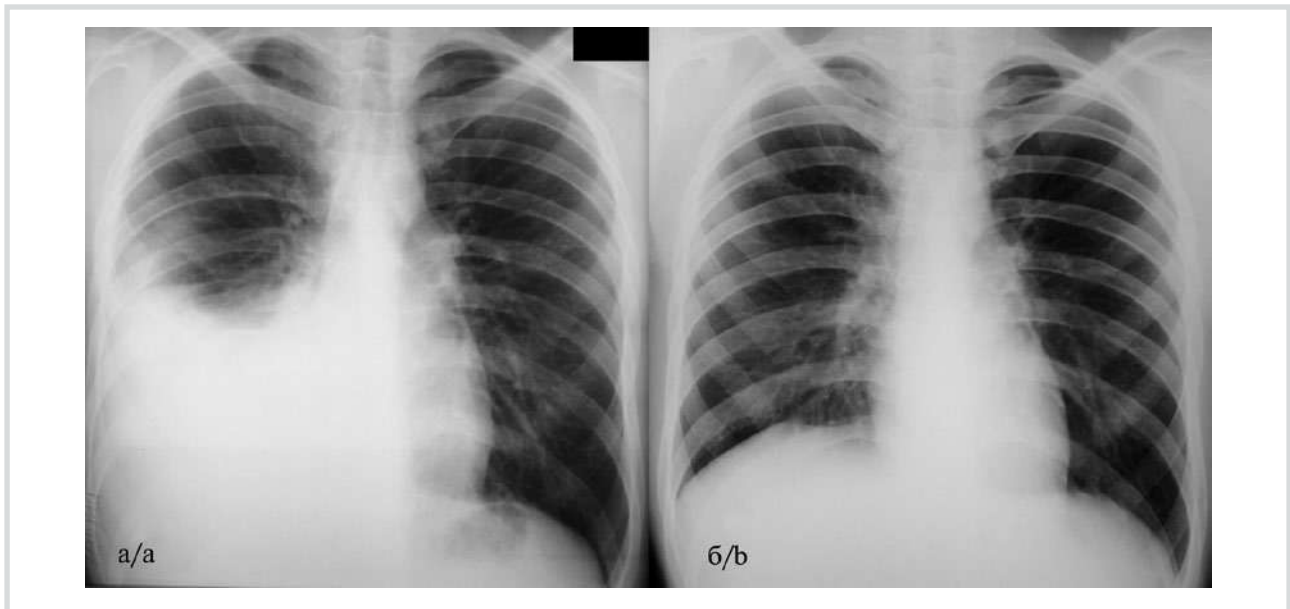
Обзорная рентгенограмма органов грудной клетки больной А.
